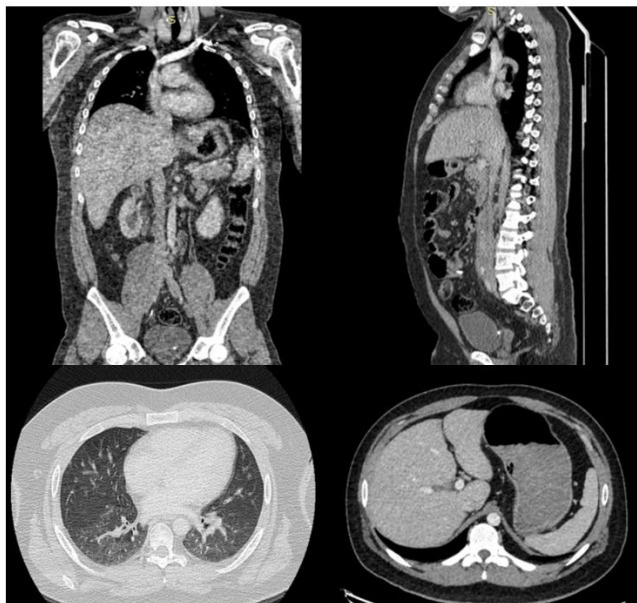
Tomografía control post 2 ciclos de TIP muestra regresión completa de metástasis pulmonares y hepáticas, además de una reducción significativa de la masa retroperitoneal.
